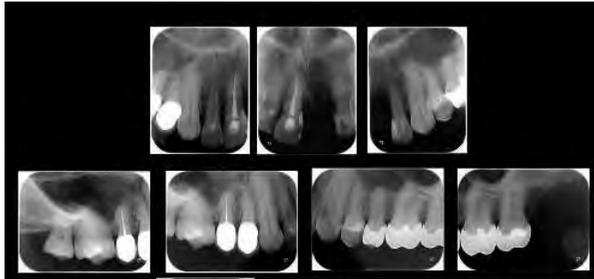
Seriada periapical superior e inferior
